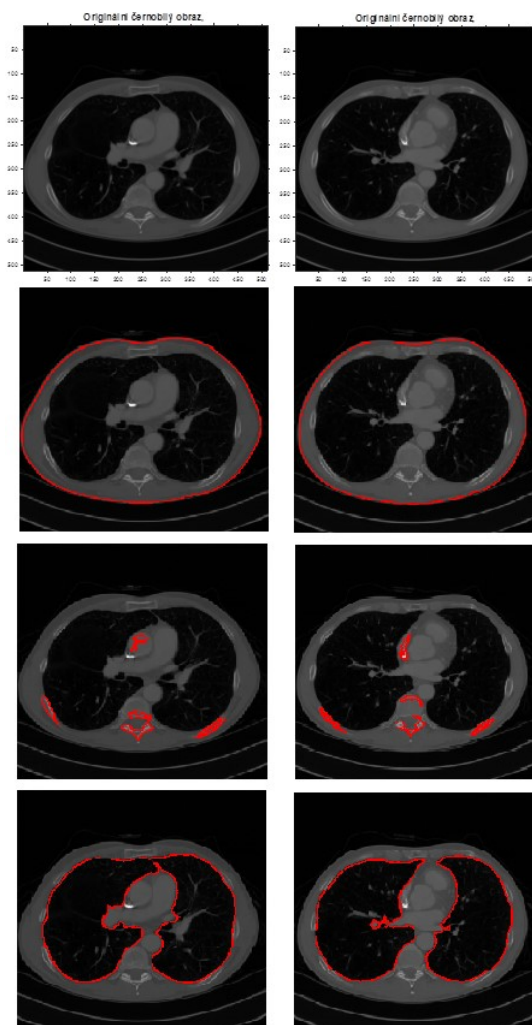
Příklady testovacích CT skenů a jejich binarizace daných struktur
